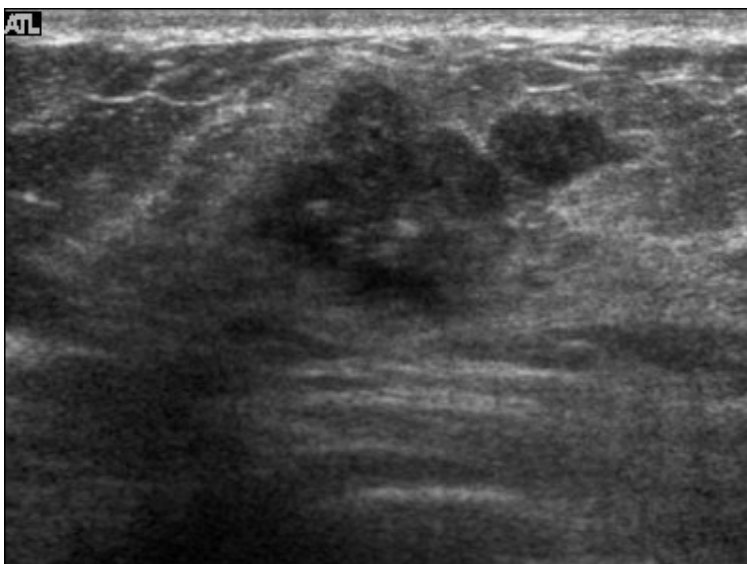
(Anti-radial view，病兆同圖 4) 此腫瘤邊緣呈多葉狀微細鼓起 (microlobulated)。邊緣光滑，沒有 desmoplastic reaction。腫瘤實質分布不均 (heterogenous)，呈現較低或同等超音波迴音。注意此腫瘤後沒有陰影。
